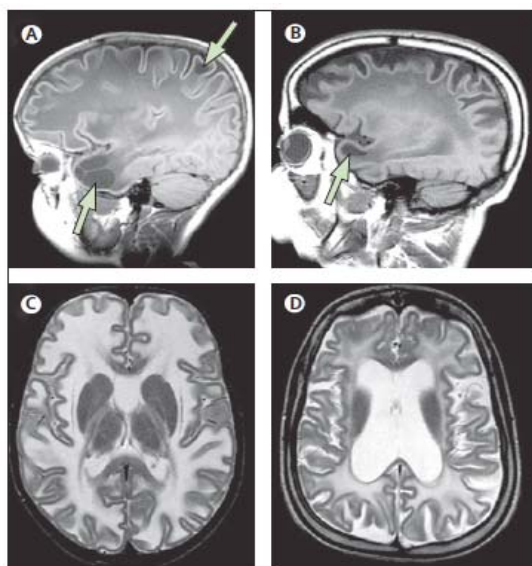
Imatges de MRI corresponents a pacients de MLC. A) i B) Imatges de MRI de dos pacients a les edats de 6 (A i C) i 30 anys (B i D) amb MLC on s'observa la presència de quists a nivell fronto-parietal i anterior-temporal (fletxes). C) i D) Imatges de MRI de dos pacients amb MLC on s'observa la substància blanca difusa. (A i B: vistes sagitals; C i D: vistes axials). Imatge extreta de (van der Knaap et al., 2012).
